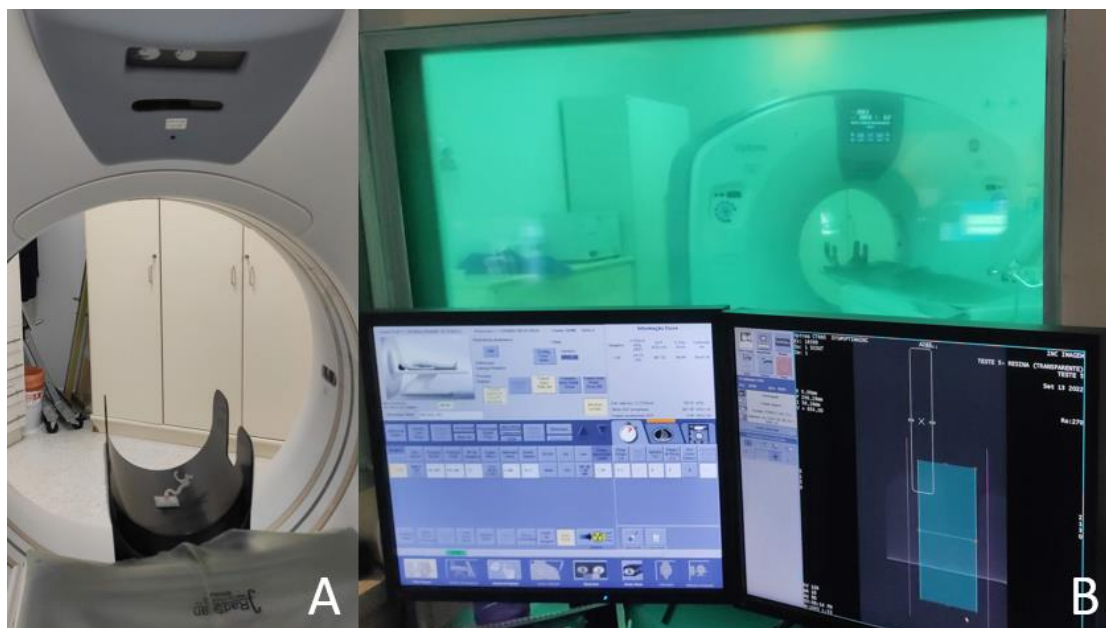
Tomografia computadorizada dos biomodelos. (A) biomodelo no tomógrafo; (B) *workstation* durante a realização da TC. Fonte: A autora, 2023.
